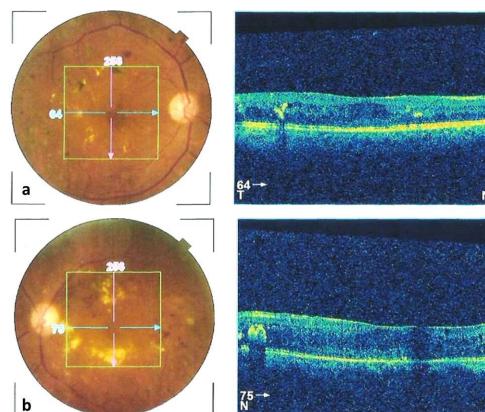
Fundus photography and optical coherence tomography images after a single intravitreal injection of aflibercept (a: right eye; b: left eye)
